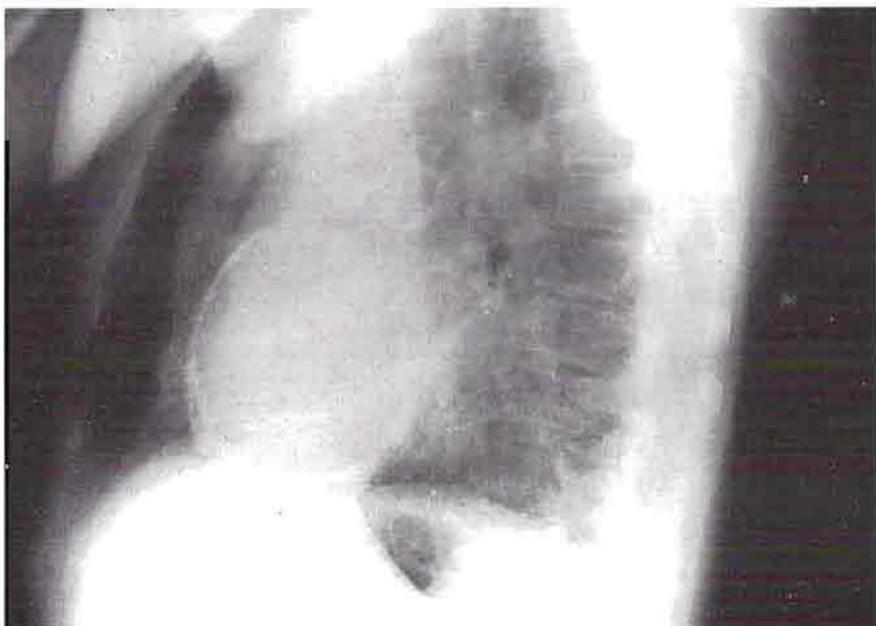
Pericarditis constrictiva. Radiografía en posición oblicua izquierda en la que se observa la calcificación pericárdica.
